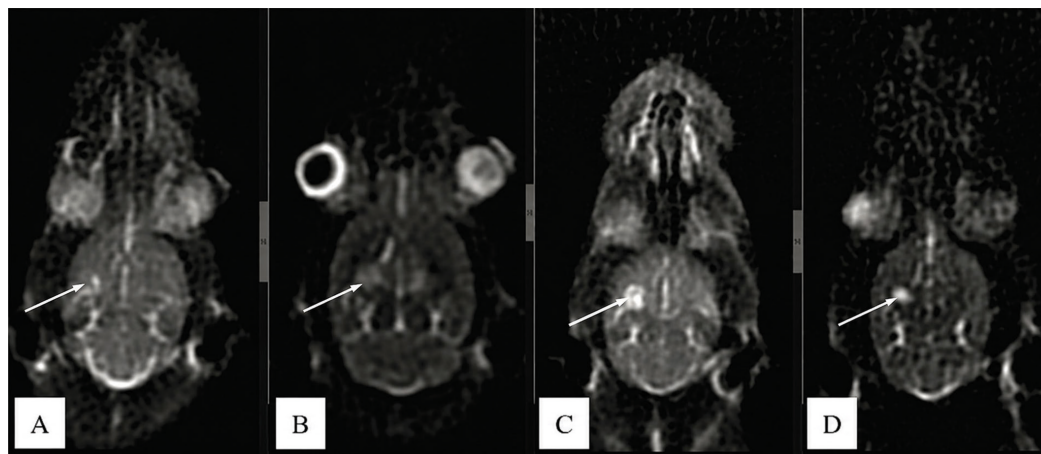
МРТ в T2 PROPELLER режиме в аксиальной проекции (Discovery MR750w 3.0 Tл). Стрелкой указана зона абляции. (A) – сразу после лазерной абляции (1-е сутки): в центральной зоне определяется изоинтенсивный, по периферии – гипоинтенсивный МР-сигнал; (B, C) – 3-и, 7-е сутки: отмечается последовательное повышение интенсивности МР-сигнала в центральной зоне лазерного поражения, на T2-взвешенных изображениях до выражено гиперинтенсивного в сравнении с контрольным полушарием, а также умеренное увеличение его размеров без видимых изменений МР-сигнала в периферической зоне; (D) – 30-е сутки после поражения: визуализируется формирование кистозной полости с ровными, чёткими контурами, соответствующее участку кистозной дегенерации в области лазерного поражения
